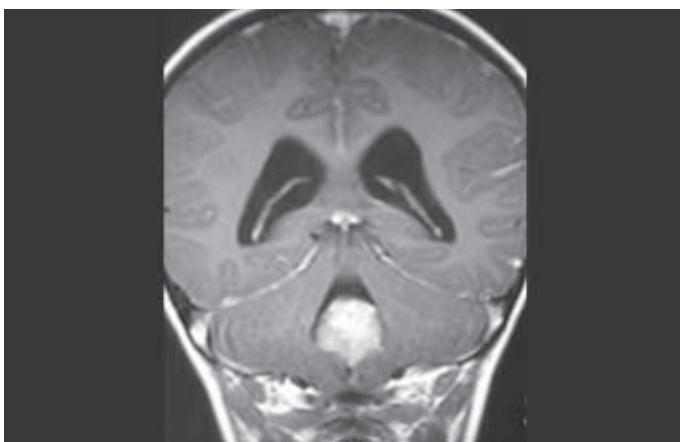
Imagen de RM potenciada en T1 + gadolinio, corte coronal, en el que se aprecia tumoración en IV ventrículo correspondiente a un ependimoma.
